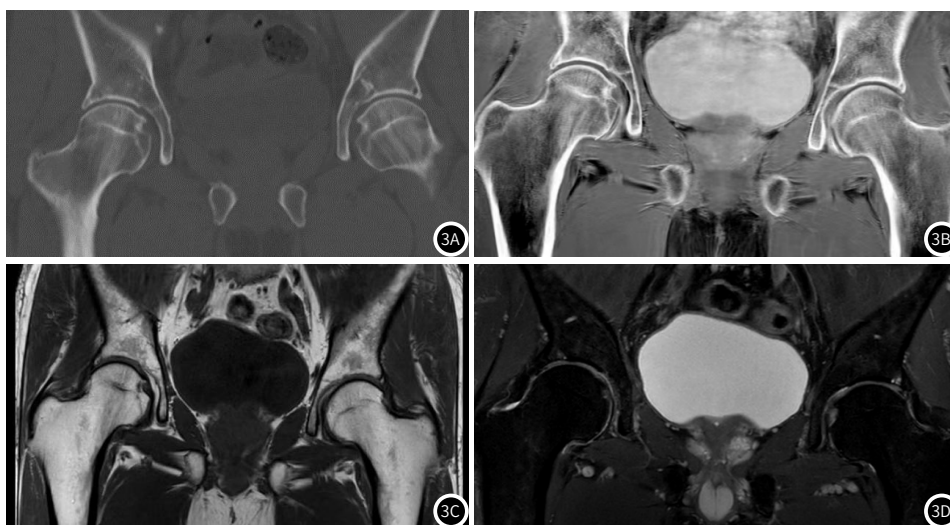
~图3D 1例OA患者(2级)CT、FRACTURE、T1WI、T2WI表现。OA患者(2级), 男性, 57岁。CT(3A)及FRACTURE像(3B)上显示右髋关节可见骨赘影, 关节面下骨质硬化, T1WI(3C)上显示骨赘无CT及FRACTURE清楚, T2WI(3D)上显示囊变清楚。
